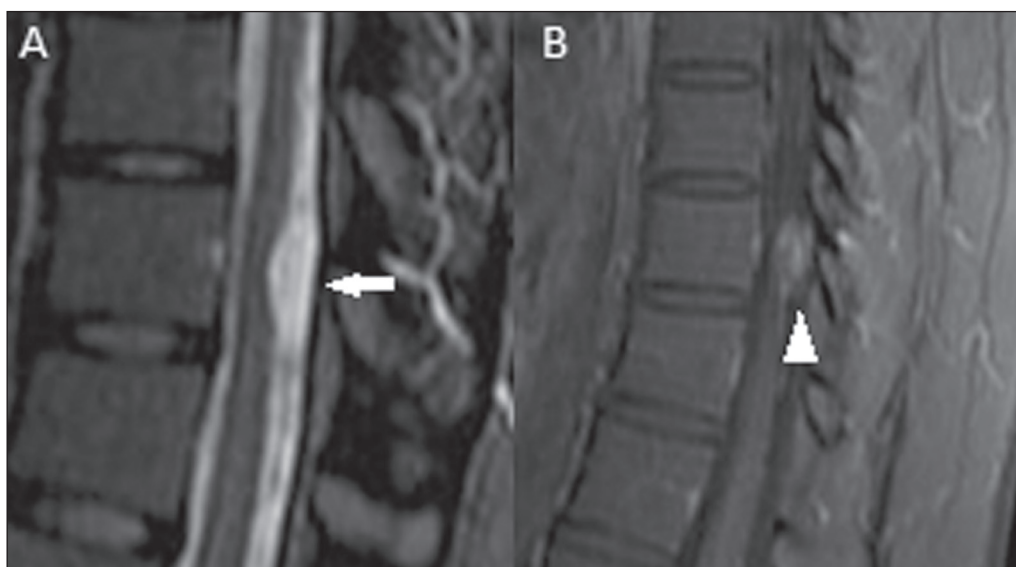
Ressonância magnética, sagital T2 (A) e sagital T1 pós-contraste (B) mostrando lesão intradural e extramedular na coluna dorsal inferior, com sinal elevado em T2 (seta) e com intenso realce pelo contraste (cabeça de seta), compatível com implante leptomeníngeo.
